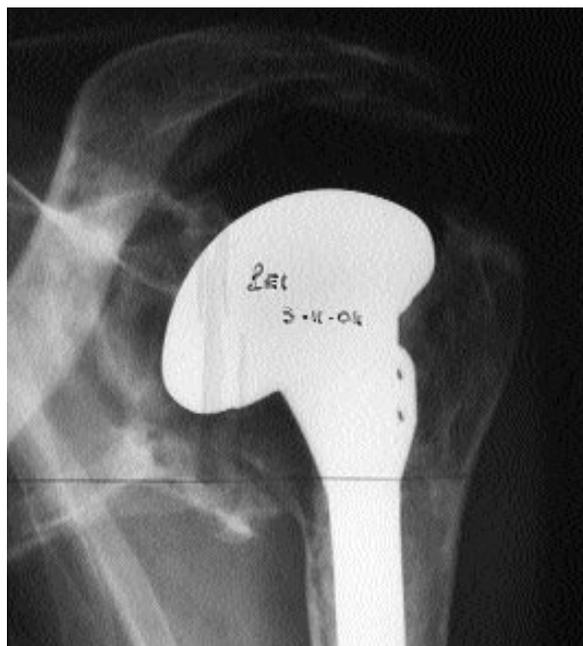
Radiographie de l'épaule de face : lyse au niveau de la glène osseuse et de l'humérus
